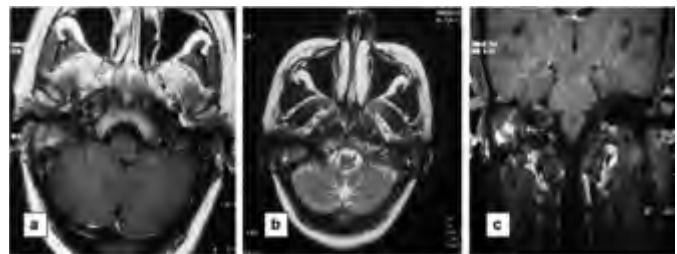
IRM cérébrale. (a) coupe axiale T1, (b) coupe axiale T2, (c) coupe coronale T1 Gado. Présence de lésions mastoïdiennes en iso-T1 (a) et hypo T2 (b) prenant le contraste de façon hétérogène (c).
